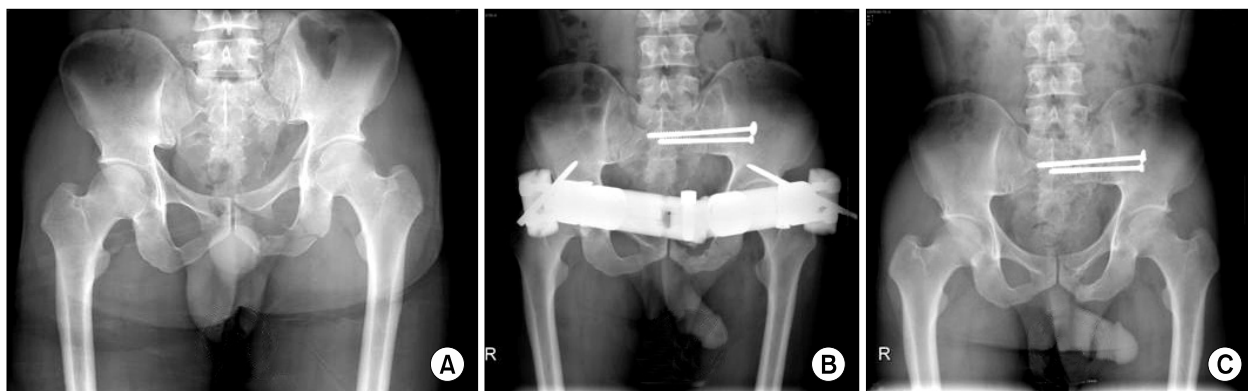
(A) A 39 year-old male patient who has unstable pelvic fracture with sacral fracture including left superior and inferior rami and sacroiliac joint disruption, (B) External fixator and percutaneous SI screws fixation on S1 and S2 were performed, (C) Last follow up X-ray shows stable union.
